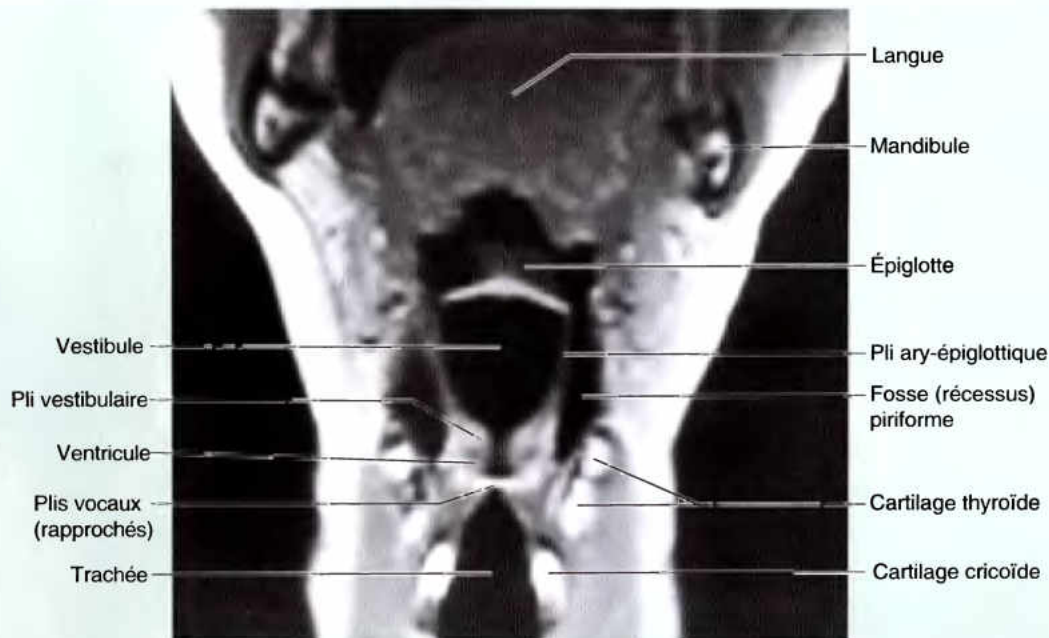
Coupe frontale IRM du larynx. Les vallécules de l'oropharynx, les fosses piriformes du laryngopharynx et les plis vestibulaires et vocaux du larynx sont visibles. (Avec l'aimable permission du Dr. W. Kucharczyk, Titulaire de la chaire d'Imagerie Médicale, Université de Toronto, et Directeur Clinicien, Centre Tri-hospitalier de Résonance magnétique, Toronto, Ontario, Canada).
